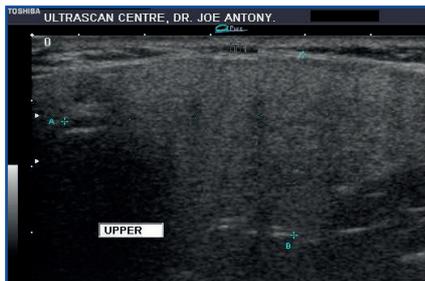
Ecografía de glándula parótida normal.
